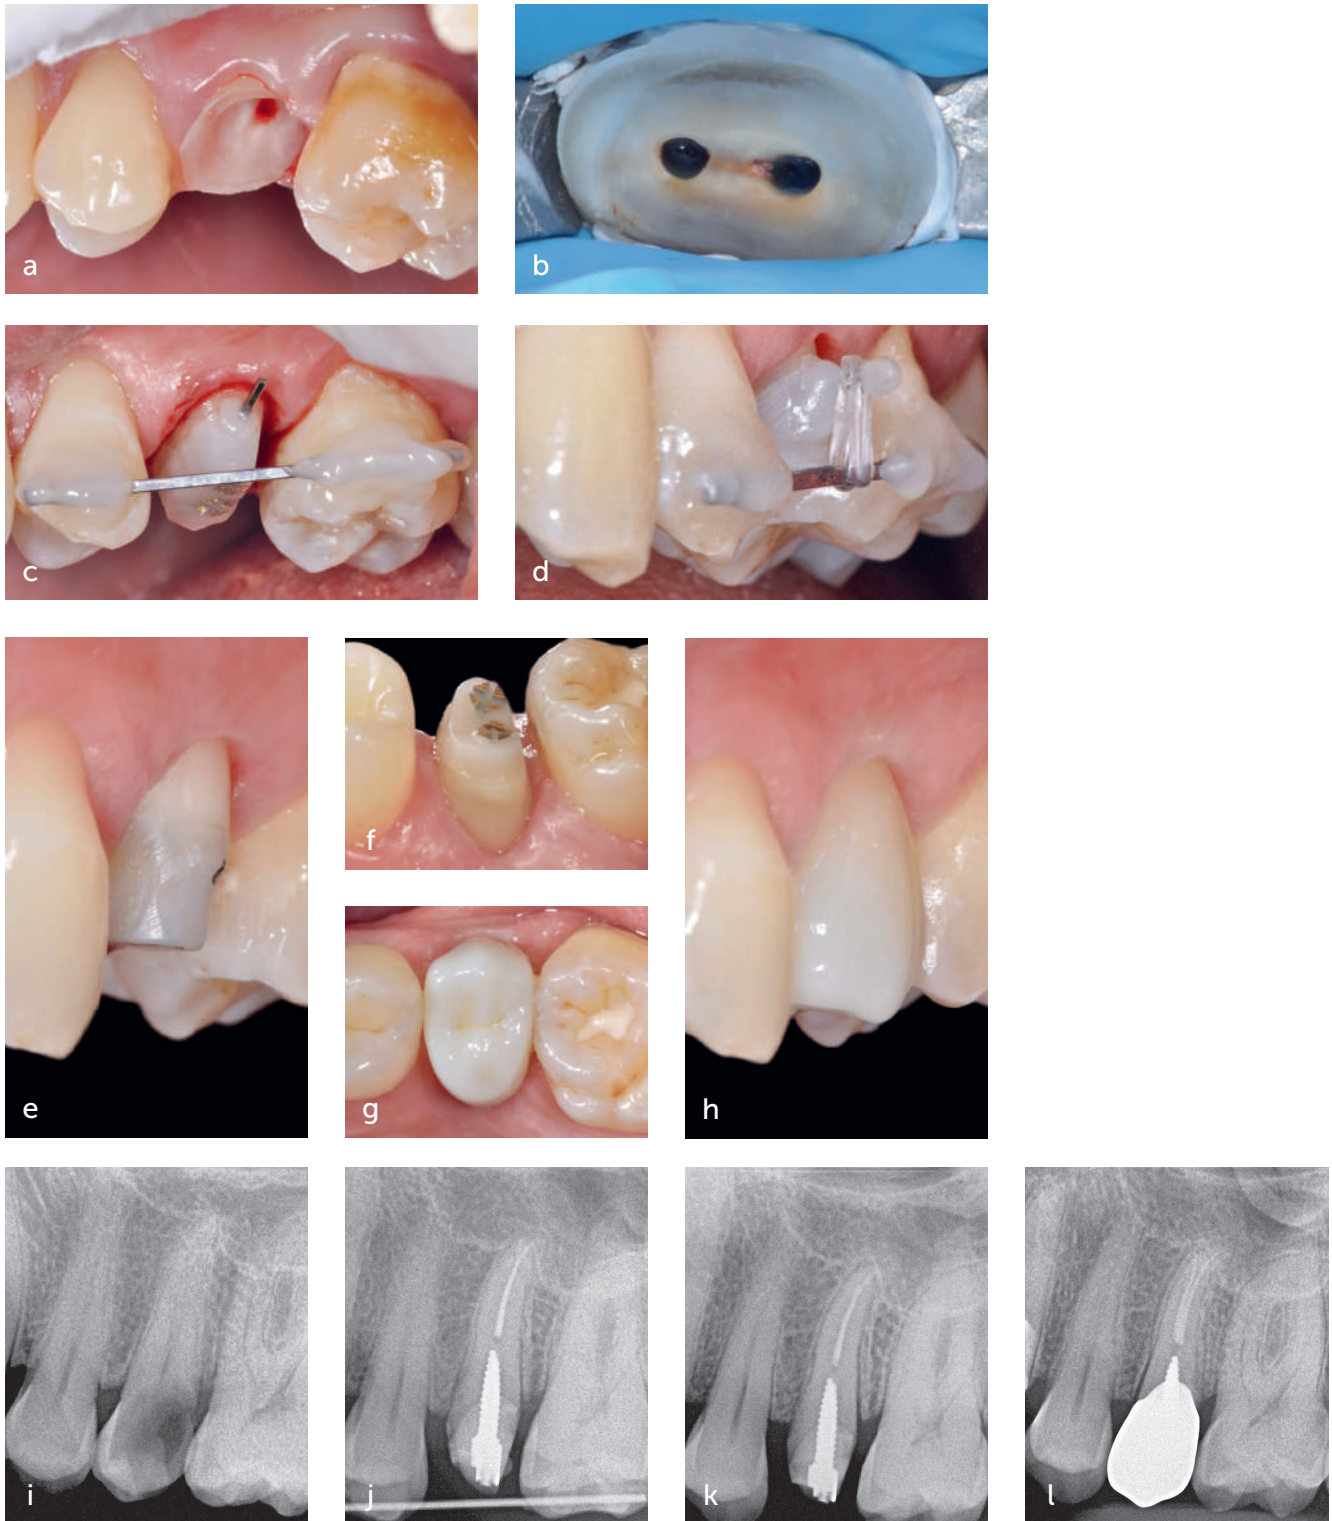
l Situación inicial con altura y grosor del diente gravemente comprometidos (a). Aislamiento para tratamiento endodóntico y reconstrucción del muñón con postes (b). Alambre rígido unido a los dientes adyacentes para el anclaje (c). Alambre metálico rígido unido al muñón y activado para la extrusión mediante una cadena de tracción elástica (d). Preparación vertical con hombro invertido (véase la Parte II de esta serie de artículos) y "ferrule" aumentado (e y f). Corona monolítica de óxido de zirconio (g y h). Radiografía inicial (i). Radiografía postoperatoria de 2 semanas (j). Radiografía postoperatoria a las 4 semanas (k). Radiografía de la restauración final (l).
